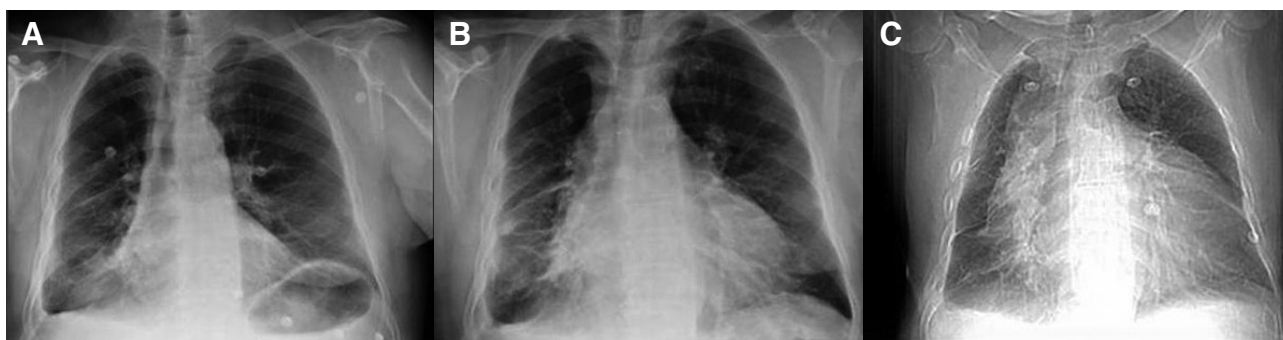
Evolución de la radiografía de tórax a lo largo de los diez días que el enfermo ha acudido a urgencias. A: primera visita, se aprecia discreta cardiomegalia y patrón pulmonar congestivo, así como derrame pleural derecho. B: segunda visita: es evidente el crecimiento de la silueta cardíaca y su morfología en tienda de campaña. C: cuarta visita, gran cardiomegalia.
